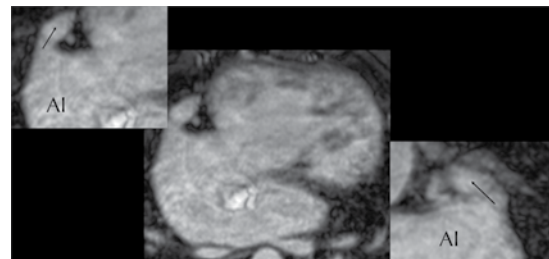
Resonancia magnética: secuencia de coronarias en corte axial. Ambos atrios tienen morfología de aurícula izquierda (levomorfismo) con orejuela elongada y "digitiforme".
